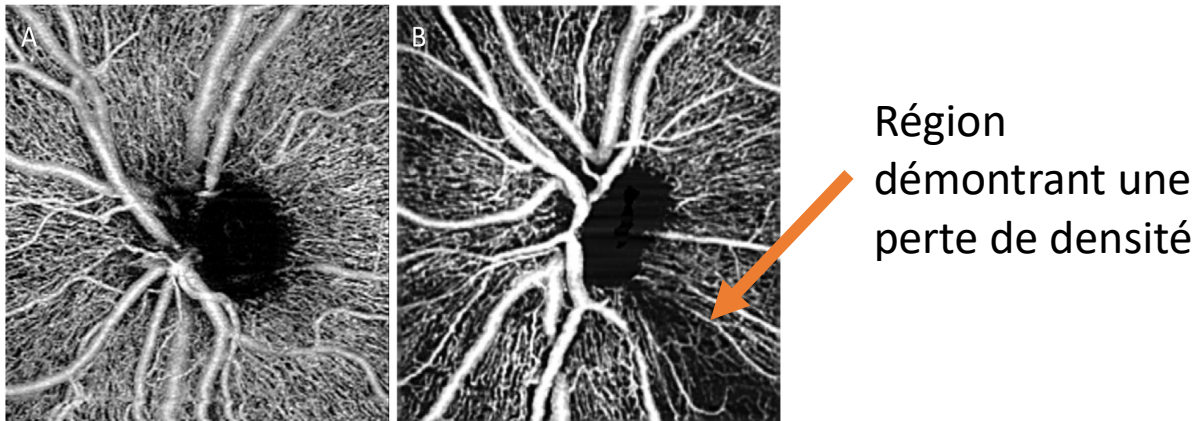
OCT-A du nerf optique (A: sujet normal, B: sujet glaucomateux)⁸⁷ (adaptation de Kashani AH, Chen C-L, Gahm JK, *et al.* Optical coherence tomography angiography: A comprehensive review of current methods and clinical applications. Prog Retin Eye Res. 2017)
